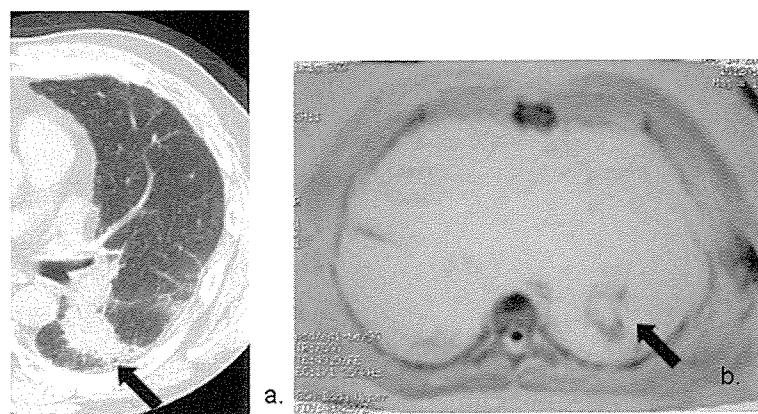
症例2 59歳 男性 (IIP合併腺癌) a) 胸部HRCT, b) 胸部MRI (DWI). 矢印は病変部を示す.
